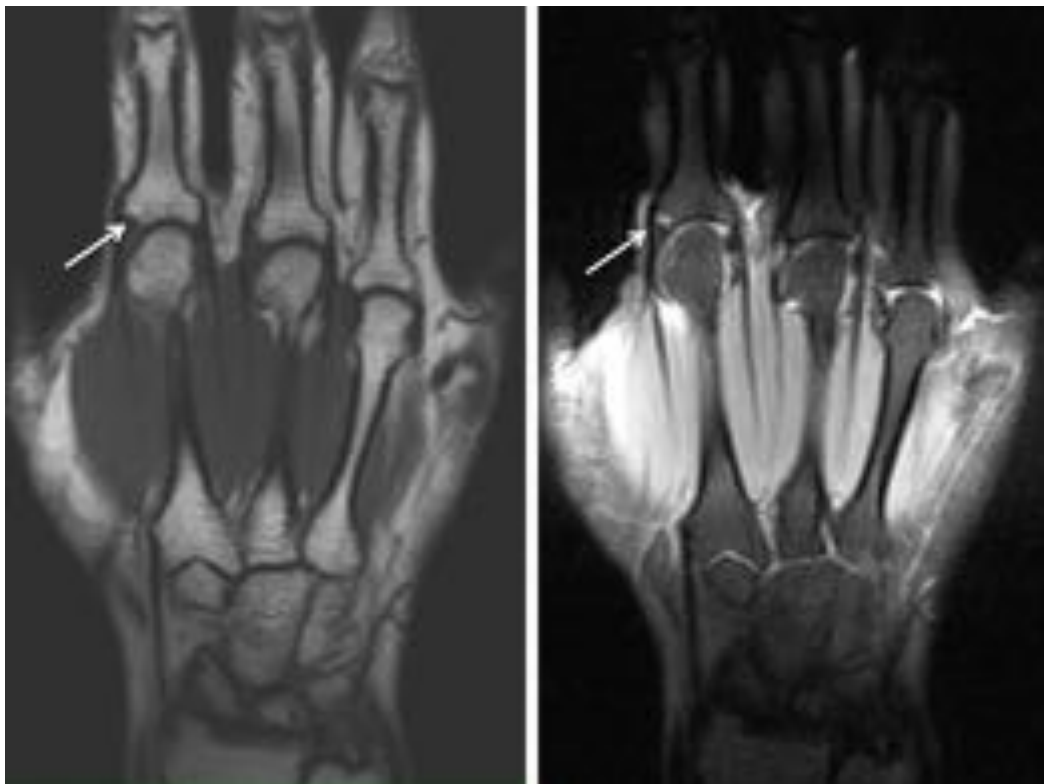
RM de mano coronal SE T1 (izquierda) y DP SPIR (derecha). Erosión en el margen lateral de la base de la falange proximal del segundo dedo (flechas).
